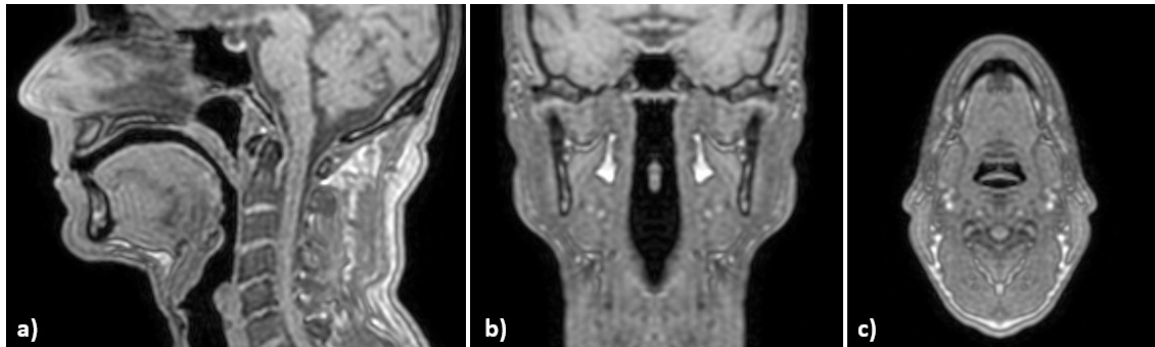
IRM de la région tête et cou d'un sujet, vu en coupe sagittale (a), coronale (b) et transversale (c).
